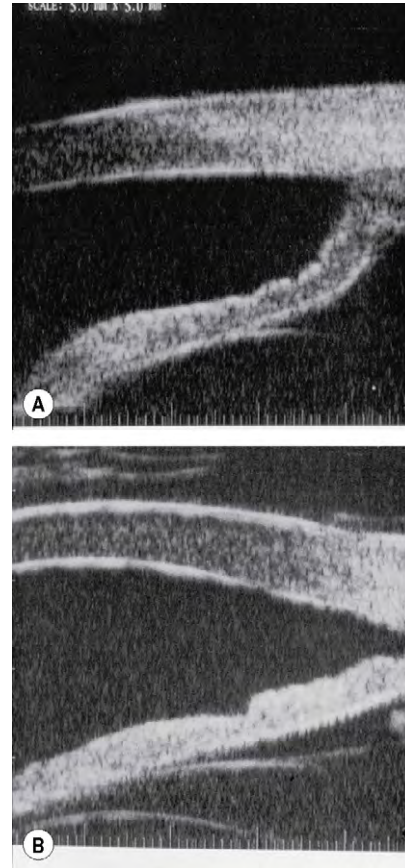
Ecografía de alta frecuencia en el síndrome de dispersión pigmentaria. (A) CA muy profunda y abombamiento posterior del iris periférico; (B) aplanamiento del iris periférico después de una iridotomía con láser.
